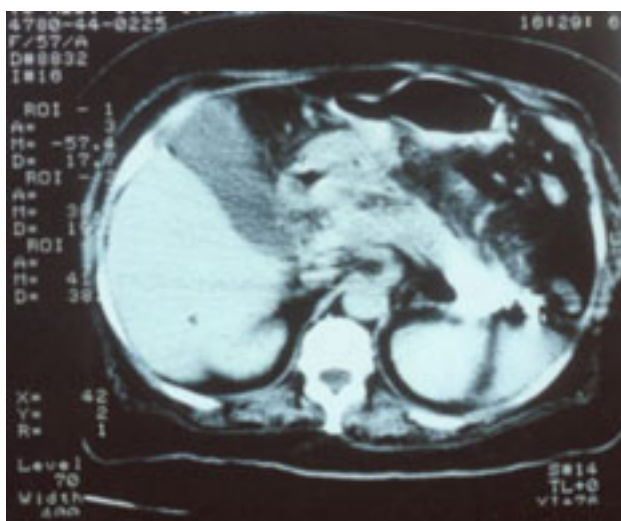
Tomografía computada de control.
